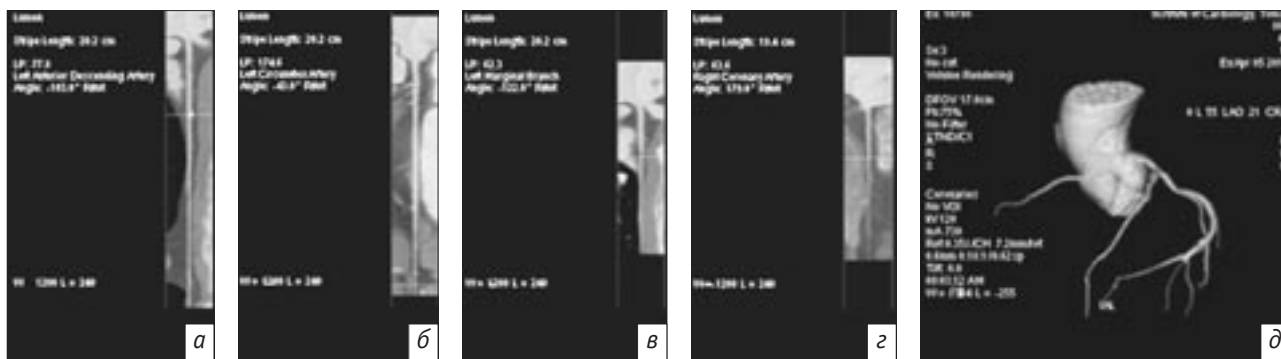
МСКТ-ангиография коронарных артерий. Прямолинейные мультипланарные реконструкции (а–г):
